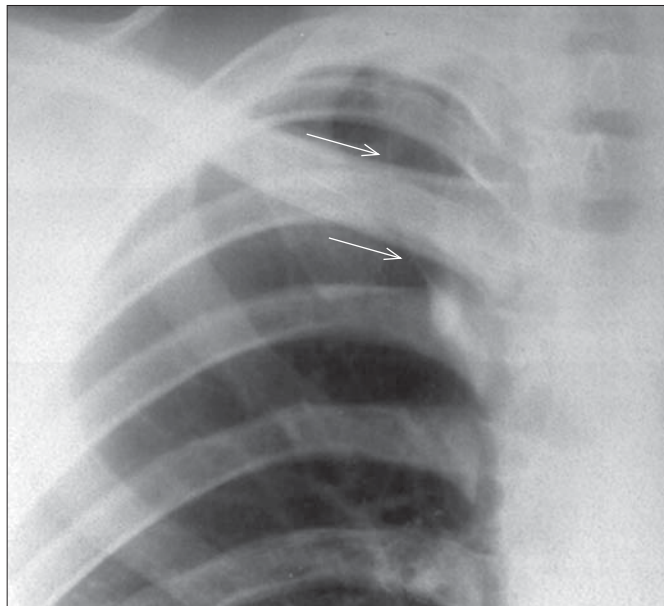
Radiografie toracică PA detaliu. Scizura lobului venei azigos.
